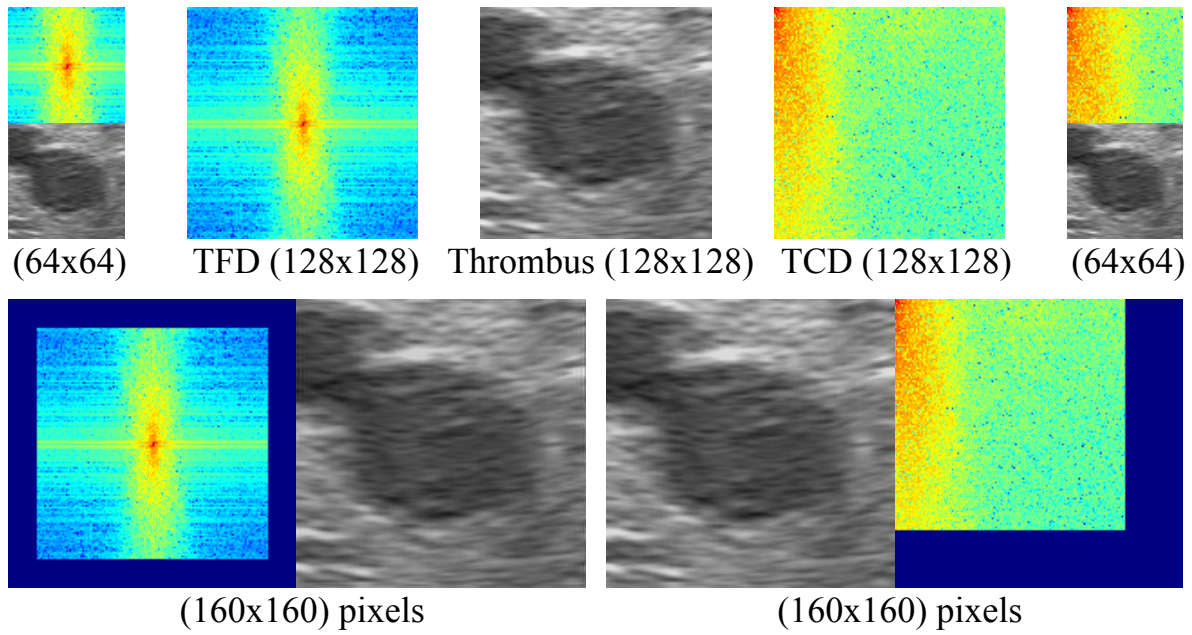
Rétrécissement et agrandissement d'une échographie de thrombus de taille  $128 \times 128$  par TFD et TCD.
